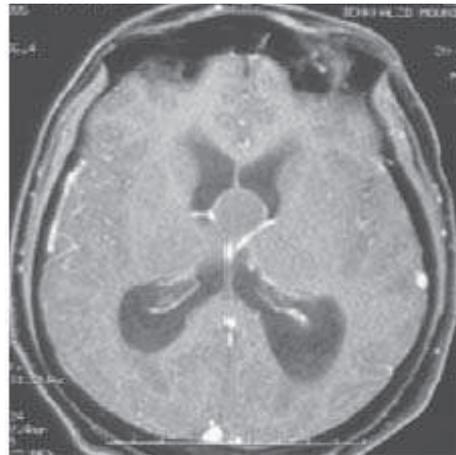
TDM : Kyste colloïde de 3 cm de diamètre, hyperdense.
